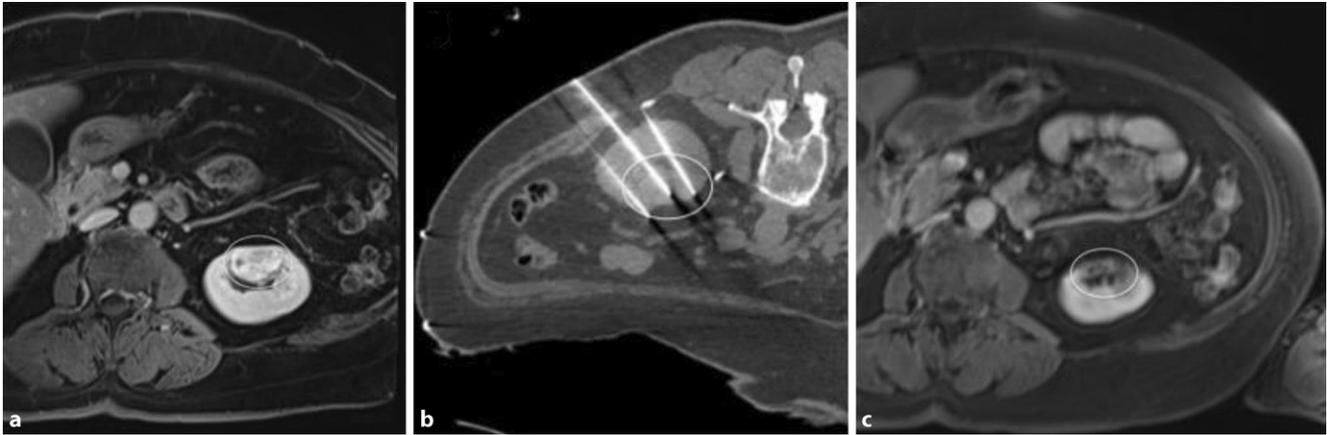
▲ 71-jähriger Patientin mit hochgradigem Verdacht auf ein NCC am Unterpole der linken Niere. Befund im Rahmen der Nachsorge bei NCC kontralateral: a Präinterventionelle axiale MRT mit Kontrastmittel. b Axiale Rekonstruktion der periinterventionellen CT zur Interventionsführung mit drei von fünf Ablationssonden. c MRT ca. 3 Jahre nach Intervention ohne Anhalt für ein Rezidiv (weißer Kreis Läsion)
